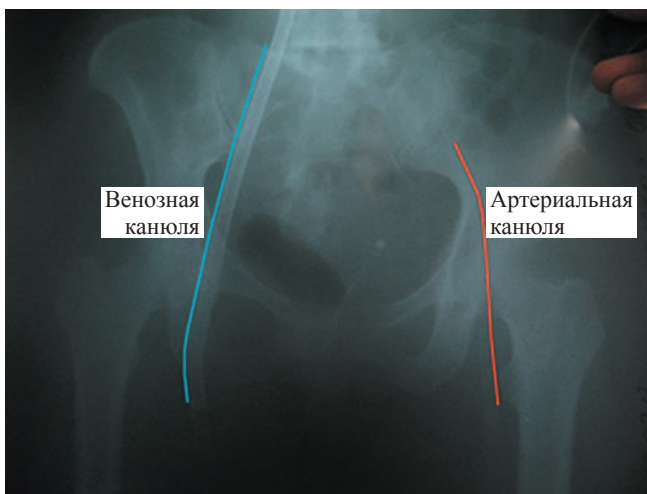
Рентгенография таза после подключения ЭКМО
